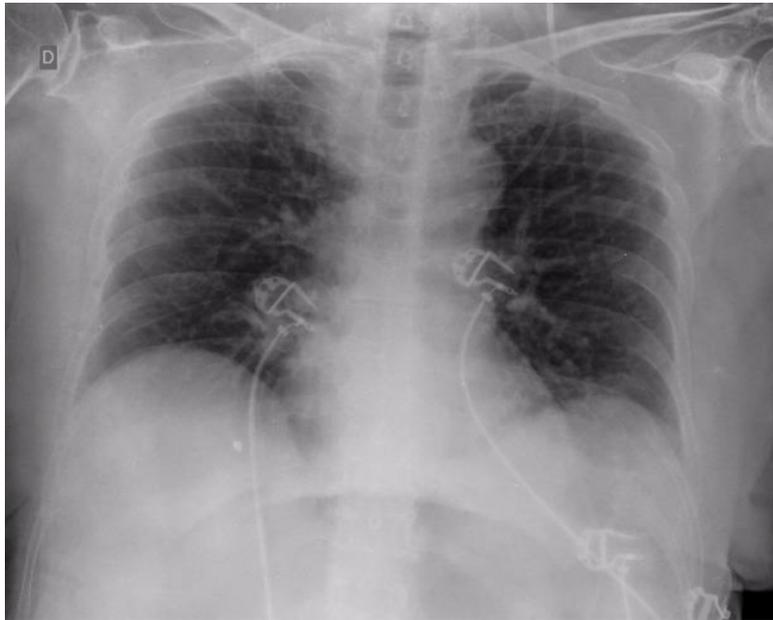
Radiografia de tórax em decúbito dorsal sem conseguir avaliar pneumoperitônio.
